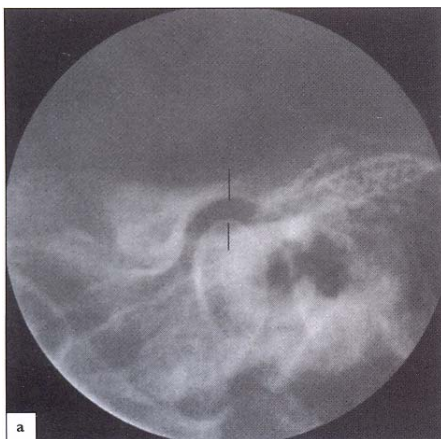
Radiografías de ATM con excesiva traslación anterior del cóndilo. a. Cóndilo asentado en la fosa articular y b. Localizado exageradamente anterior al ápice de la eminencia articular en máxima traslación. El cóndilo y la fosa articular están señalados con líneas.
